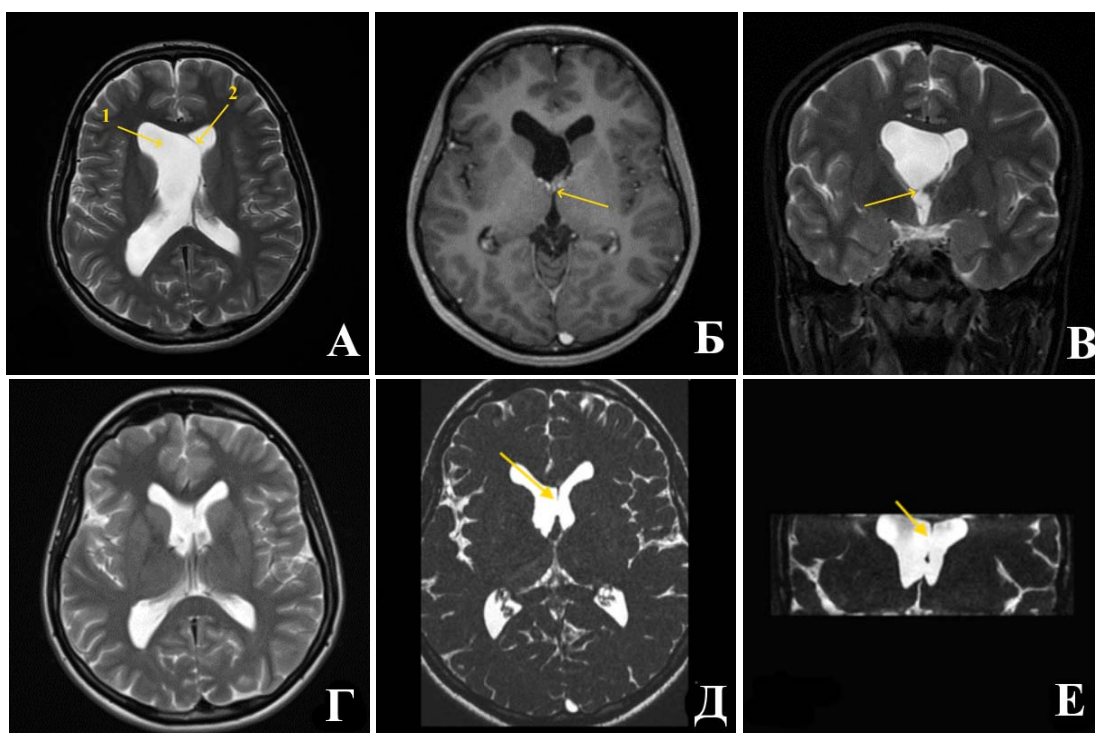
Верхний ряд: МРТ головного мозга до операции; А – расширение правого бокового желудочка (1), дислокация прозрачной перегородки в сторону левого бокового желудочка (2); Б – аксиальный срез в режим Т1 после введения контрастного препарата, отсутствие усиления МР-сигнала от супратенториальных структур (указано стрелкой); В – фронтальный срез в режиме Т2 демонстрирует закрытое мембраной правое отверстие Монро. Нижний ряд: МРТ головного мозга пациентки Б. через 1 год после операции; Г – размеры правого бокового желудочка уменьшились, хотя он остается несколько шире, чем левый; Д, Е – прозрачная перегородка расположена по средней линии, в ней определяется дефект (указано стрелками)
